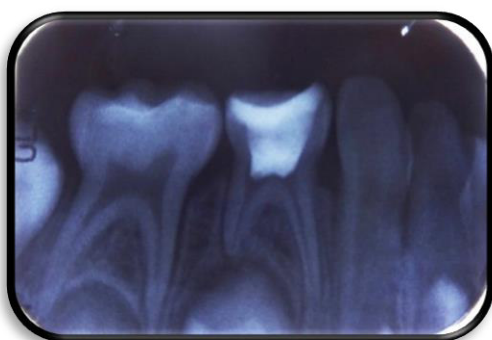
Imagen radiopaca a nivel de cámara pulpar en piezas 84 compatible con material de obturación de tratamiento pulpar "pulpotomía" y restauración sin alteración aparente a nivel periapical.
